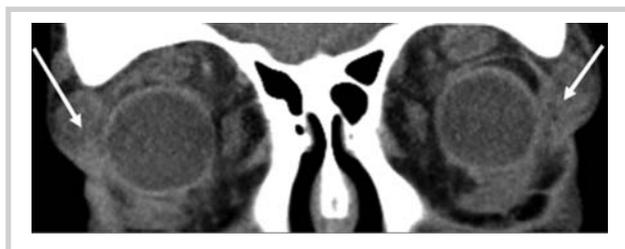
МСКТ орбит при эндокринной офтальмопатии, корональная проекция: визуализируются увеличенные слезные железы (белые стрелки).
